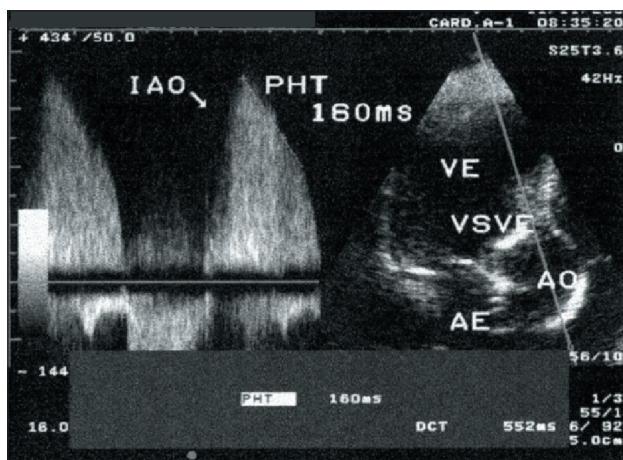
Doppler contínuo na insuficiência aórtica.
